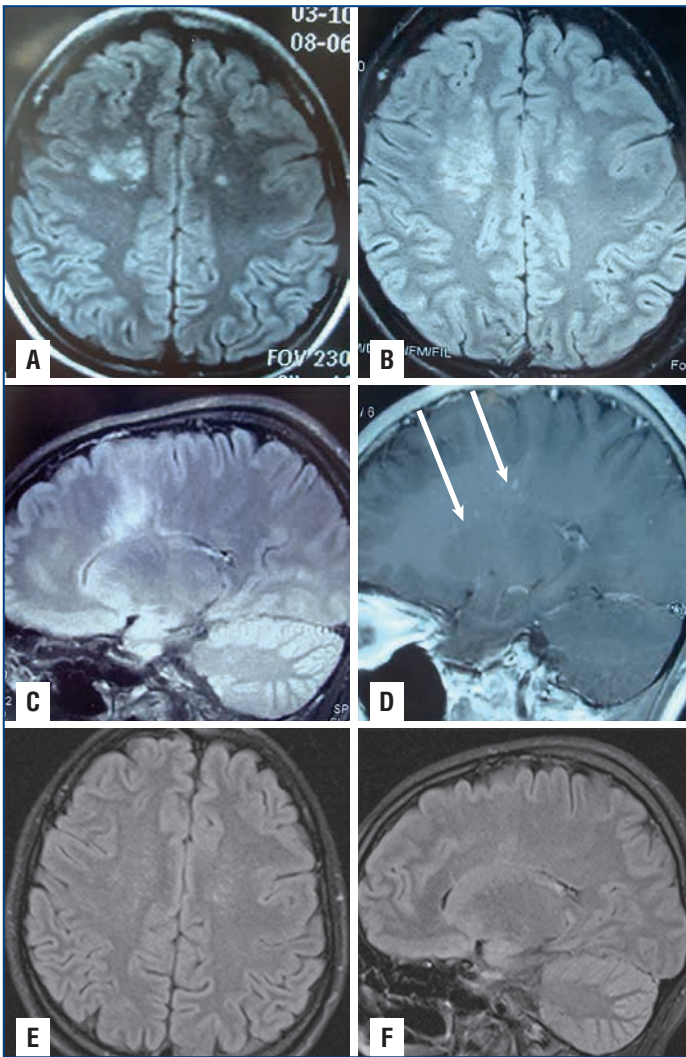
Данные МРТ пациентки У.: А — T2 FLAIR, очаги при проведении первого МРТ (июнь 2017 г.); В — T2 FLAIR, увеличение очагов в правом и левом полушариях при проведении МРТ в динамике (август 2017 г.); С — T2 FLAIR в сагиттальном срезе, очаги, напоминающие «пальцы Доусона» (август 2017 г.); D — T1-взвешенные изображения с контрастным усилением, накопление контрастного вещества некоторыми очагами (показано стрелками) (август 2017 г.); E, F — T2 FLAIR, регресс очагов на фоне лечения в динамике (декабрь 2018 г.)
